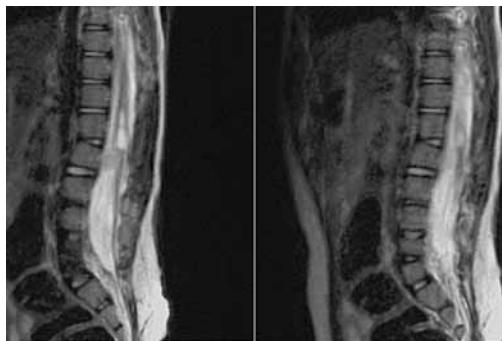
МРТ в сагиттальной проекции. В области конуса спинного мозга визуализируется интрамедуллярное полостное образование с перегородками. Корешки конского хвоста не имеют чёткого структурного сигнала
